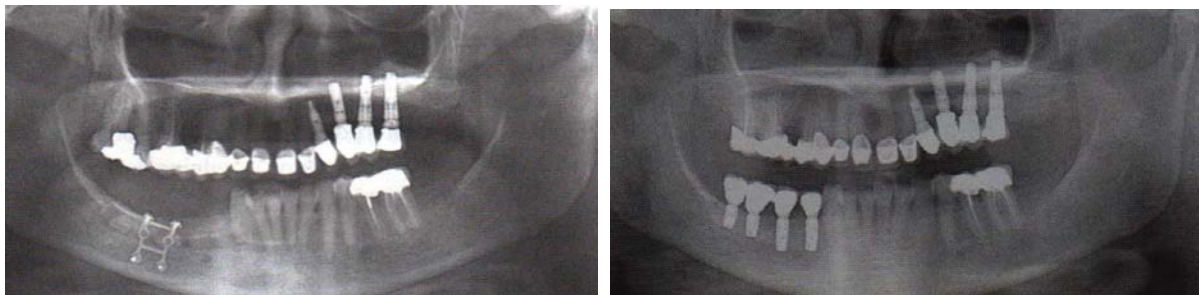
Radiographies panoramiques: à gauche, le cliché a été réalisé en contrôle postopératoire immédiat ; à droite, cliché de contrôle réalisé 2 ans après l'intervention montrant la stabilité osseuse crestale [KHOURY G., KHOURY E., et al. ; 2010]
